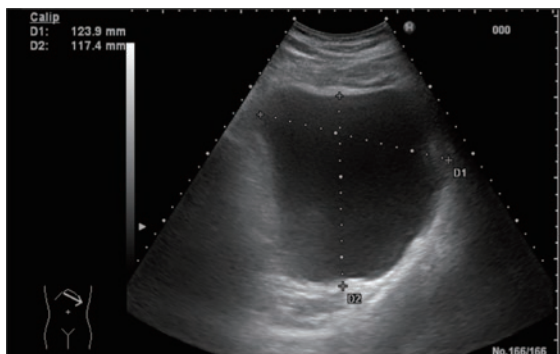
腹部超音波検査：膵体尾部に14cm大で、内部は均一な低エコー、充実性成分のない嚢胞性病変を認めた。
